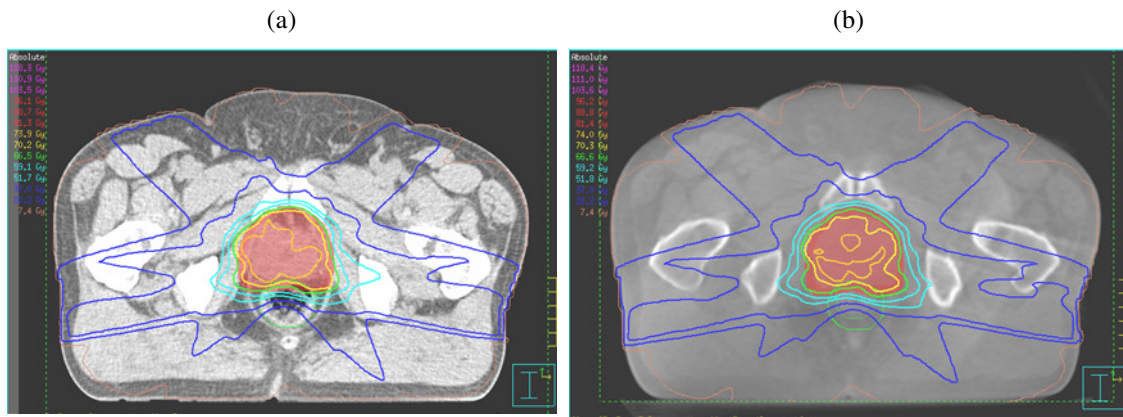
Vergleich der Dosisverteilung im (a) Planungs-CT/Spiral-CT und (b) Conebeam-CT für einen Patienten mit Prostata-Karzinom.
